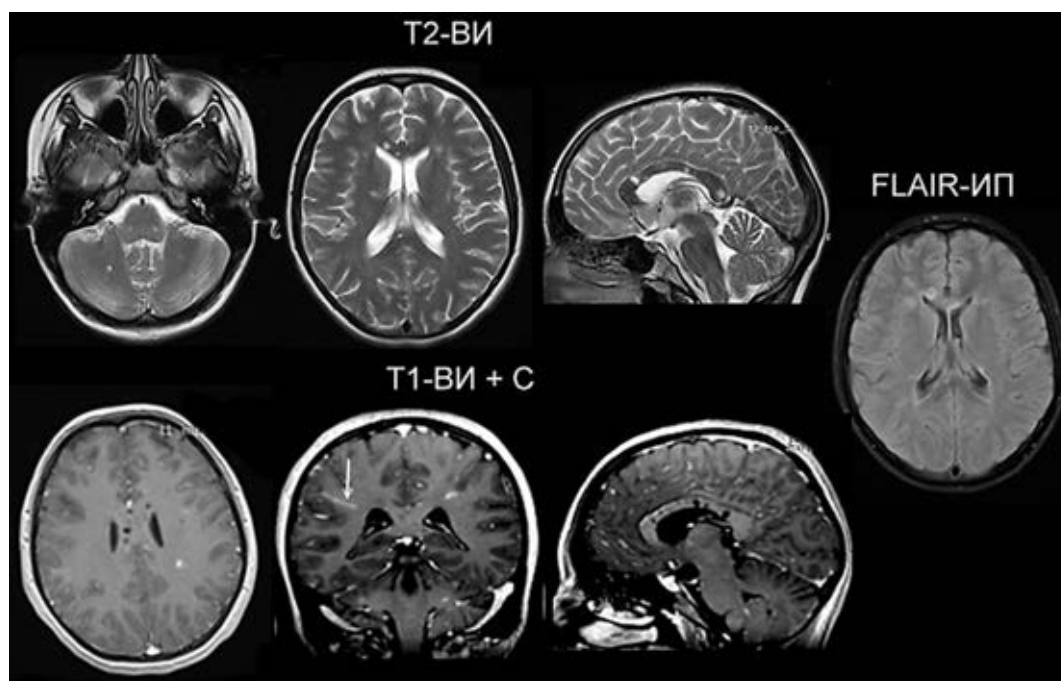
Клинический случай № 2. Женщина 17 лет. На T2-ВИ определяются множественные очаги в белом веществе головного мозга, расположенный в мозжечке, в перивентрикулярном и субкортикальном белом веществе полушарий мозга, в мозолистом теле. Очаги в мозолистом теле имеют округлую форму и вовлекают преимущественно его центральные отделы (паттерн «снежков»), на T1-ВИ очаги в мозолистом теле резко гипоинтенсивны, практически совпадают по сигнальным характеристикам с ликвором (паттерн «черных дыр»). На FLAIR-ИП некоторые крупные очаги имеют кистоподобную структуру с гипоинтенсивным центром и гиперинтенсивным ободком. На постконтрастных сериях изображений отмечено усиление МР-сигнала от нескольких очагов и по ходу пенетрирующего сосуда в правой теменной доле (стрелка)
